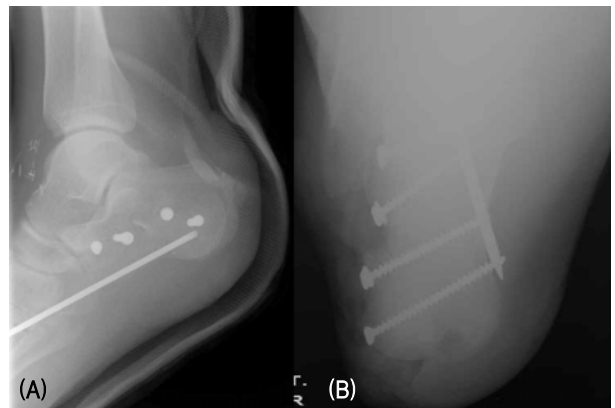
(A) Anteroposterior and (B) calcaneal axial radiograph show firm screw fixation of femoral head allog with free flap transfer after 11 days.
